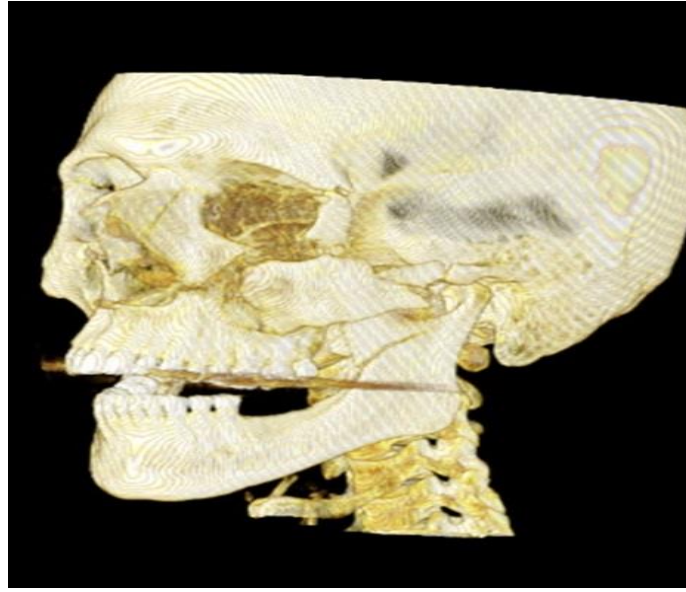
Sağ zygomatik arkta parçalı deplase kırığın 3D-BT'de rekonstrüksiyonu.
